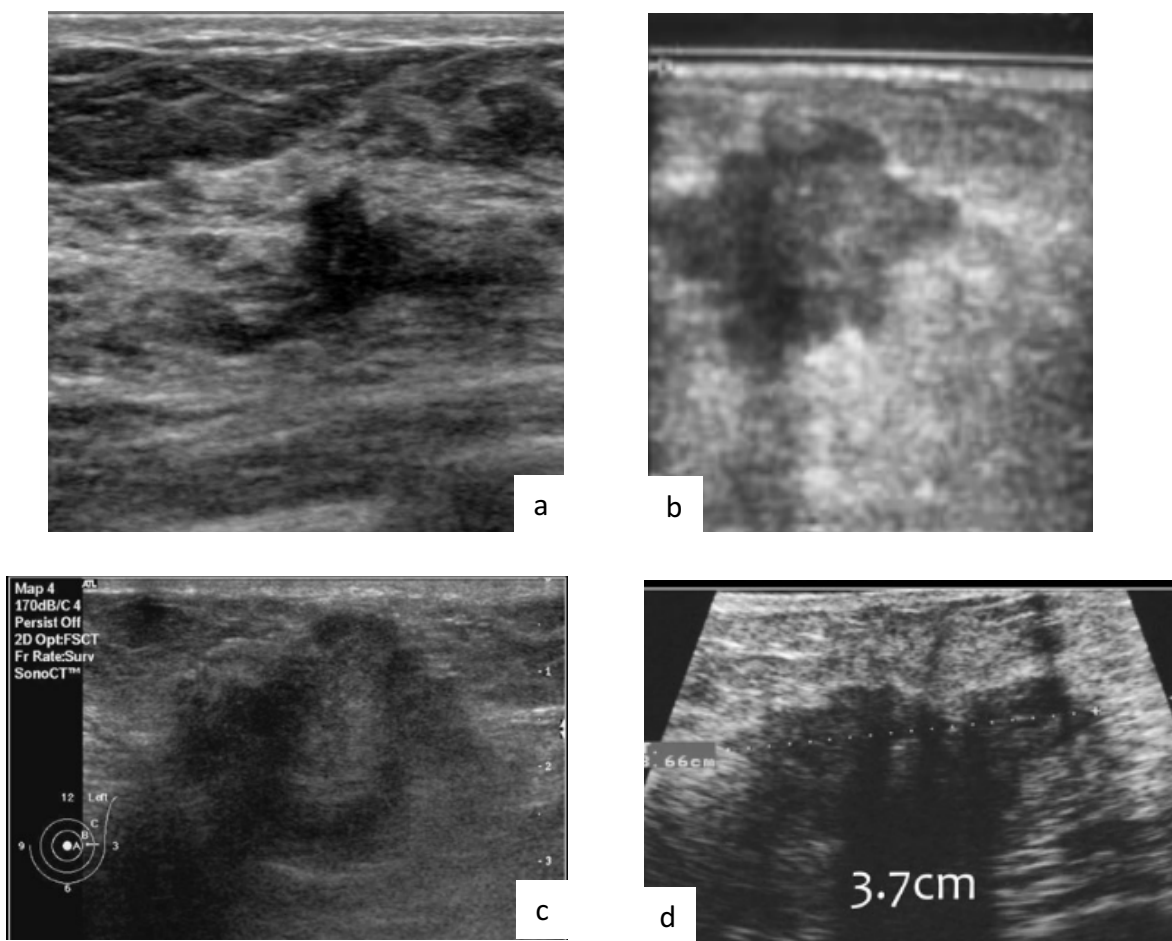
a. Lesión irregular, hipoecoica, de bordes angulares y espiculaciones, rodeado de líneas hiperecoicas, que correspondió a un adenocarcinoma. b. Imagen por ultrasonido de lesión palpable, con características de malignidad, presentando aspecto sólido, hipoecoica, de contornos irregulares, halo ecogénico grueso, multilobulada, con calcificaciones en su interior, que al examen histopatológico corresponde a carcinoma ductal. c. Masa hipoecoica, de forma irregular, bordes poco definidos. d. Imagen hipoecoica, de bordes irregulares con angulaciones, que proyecta sombra acústica posterior.
